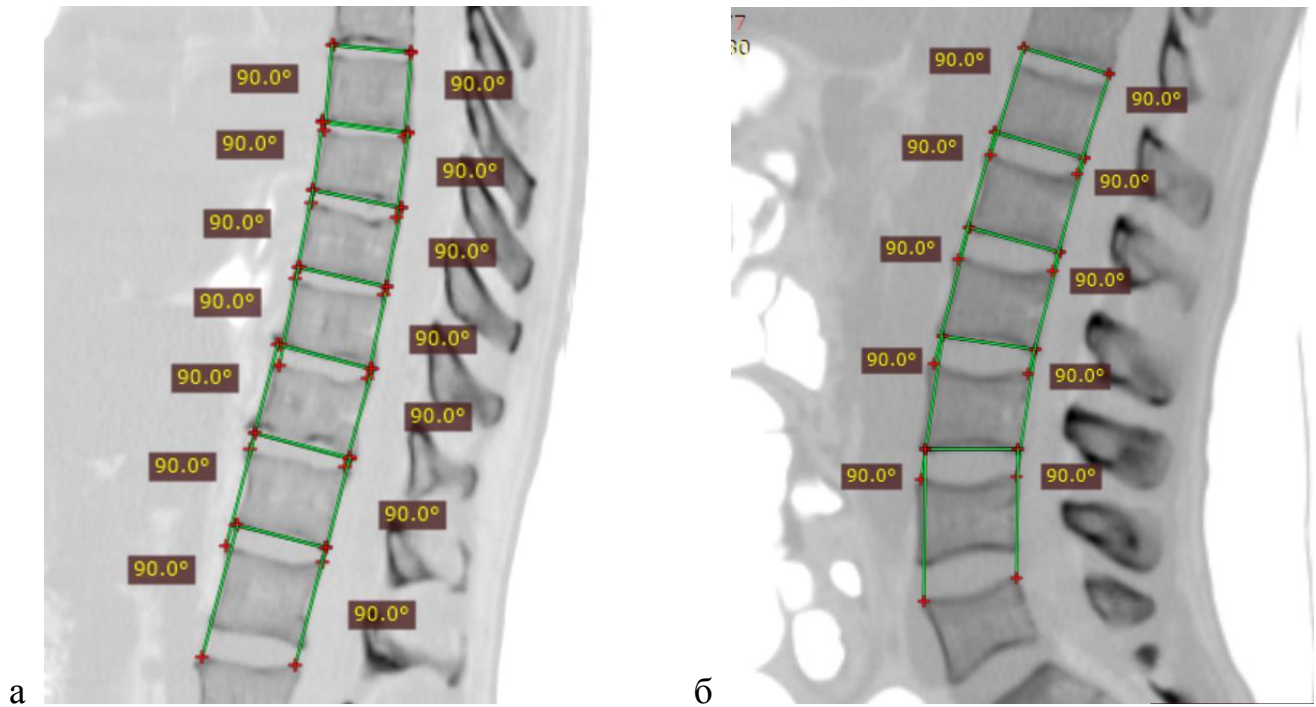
СКТ грудного (а) и поясничного (б) отделов позвоночника в срединной сагиттальной плоскости с выделением межтеловых промежутков
